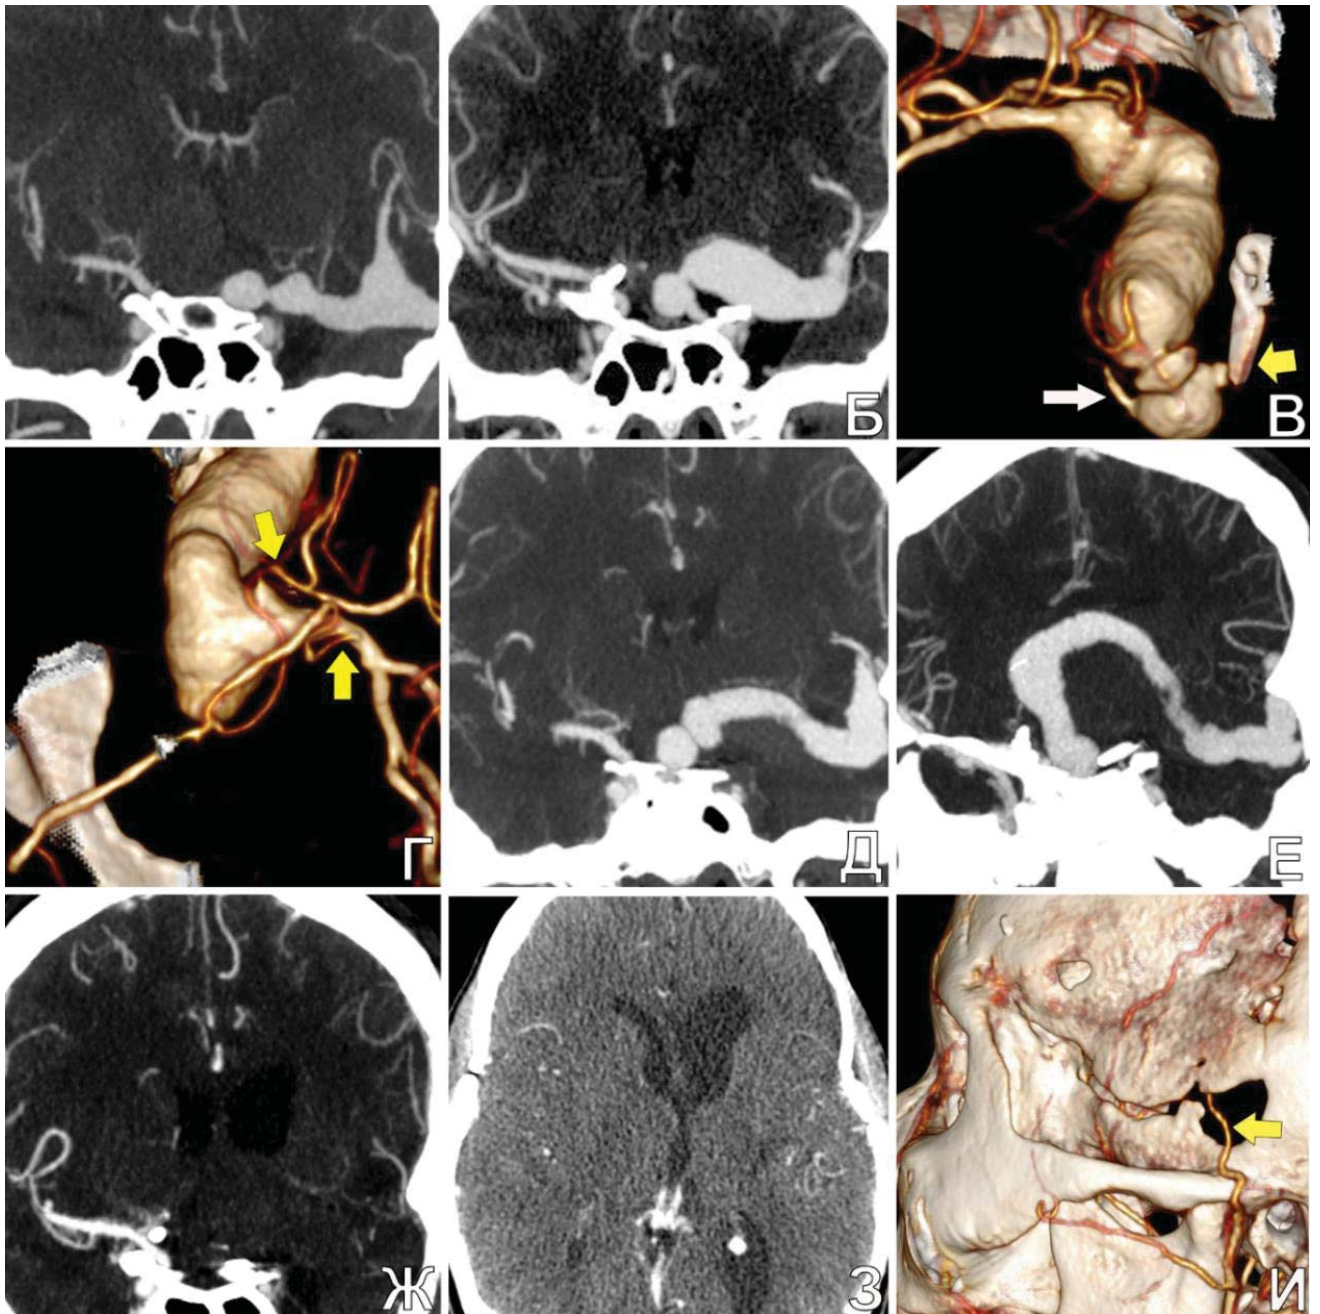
Частичное выключение с последующим полным тромбированием гигантской фузиформной ЧТА у пациентки Ю., 17 лет. А. КТА (MIP): определяется гигантская фузиформная ЧТА ВСА-СМА слева. Б. КТА (MIP) через 6 месяцев: отмечено увеличение аневризмы. В. КТА (3D) п/о: отмечается клипса на проксимальных отделах ВСА (желтая стрелка) и сохранная задняя соединительная артерия (белая стрелка). Г. КТА (3D): анастомозы (указаны стрелками) ветвей СМА с двумя ветвями ПВА. Д. КТА (MIP) через 3 месяца п/о: выявлено частичное тромбирование аневризмы; Е. КТА (MIP) через 2 года п/о: тромбированная часть аневризмы увеличилась; Ж. КТА (MIP) через 3 года п/о: полное тромбирование аневризмы; З. КТ головы, аксиальная проекция, через 3 года п/о: отсутствие ишемических очагов; И. КТА (3D): контрастирование ЭИКМА (указана стрелкой) через 3 года п/о
